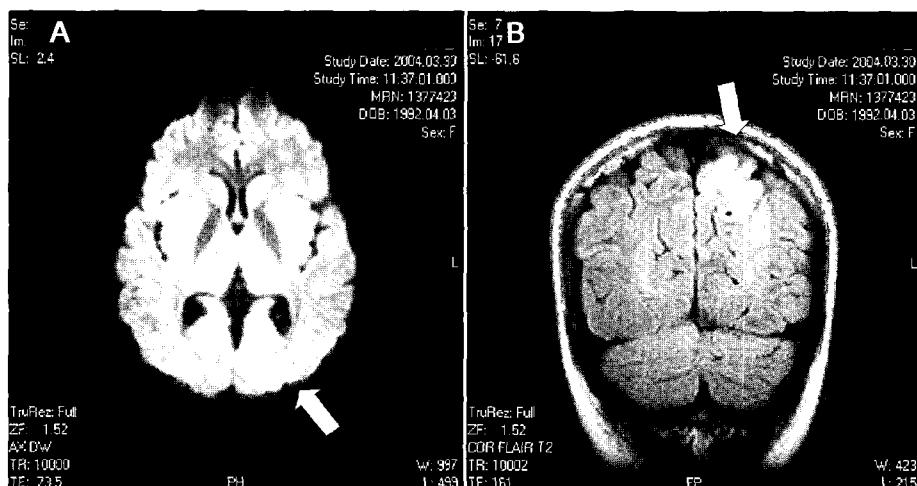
Initial T2-weighted MRI scans. Areas of hyper-intense signals(arrow) were seen on T2-weighted fluid-attenuated inversion-recovery images involving occipital lobes bilaterally.
